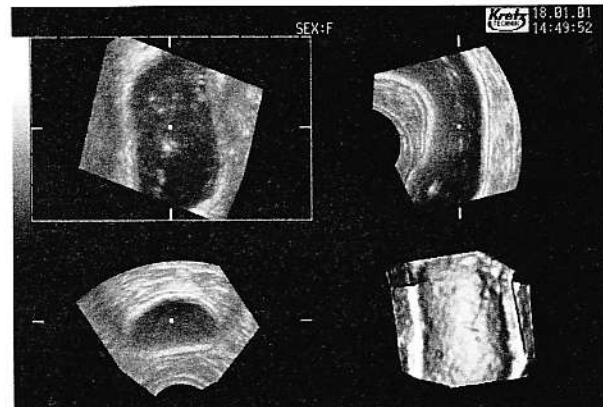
Aspect normal al joncțiunii recto-colice, evidențiat prin ecografie tridimensională. Sunt reprezentate cele trei incidente perpendiculare, precum și o secțiune longitudinală cu „privire” asupra mucoasei (dreapta jos).
